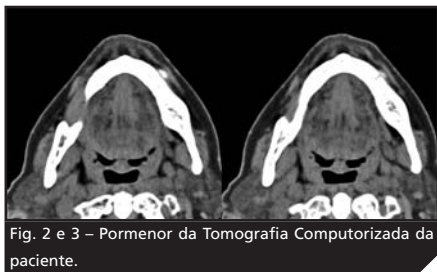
Pormenor da Tomografia Computorizada da paciente.
